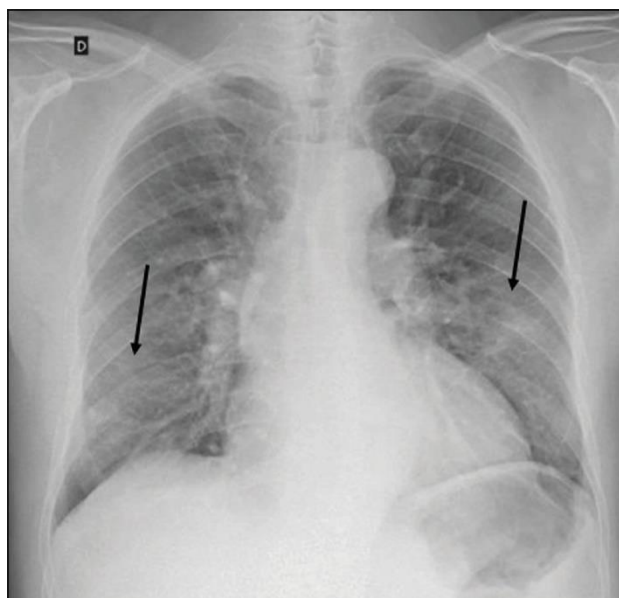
Radiografia de tórax de paciente do sexo masculino, de 69 anos, com tosse, adinamia e febre há 2 dias. RT-PCR positivo para SARS-CoV-2. A imagem demonstra opacidades pulmonares de baixa atenuação (setas) nas bases pulmonares, mais evidentes à esquerda.
